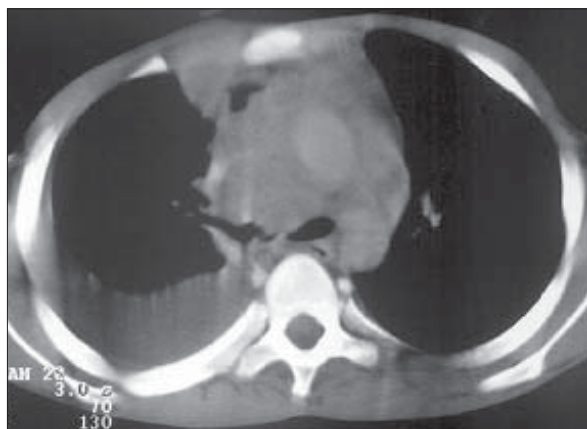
Limfom Hodgkin. Secțiune CT nativă. Adenopatii în compartimentul mediastinal anterior, în spațiul lateroaortic și la nivelul lojei Barety. Colecție lichidiană în cantitate medie în cavitatea pleurală dreaptă.
